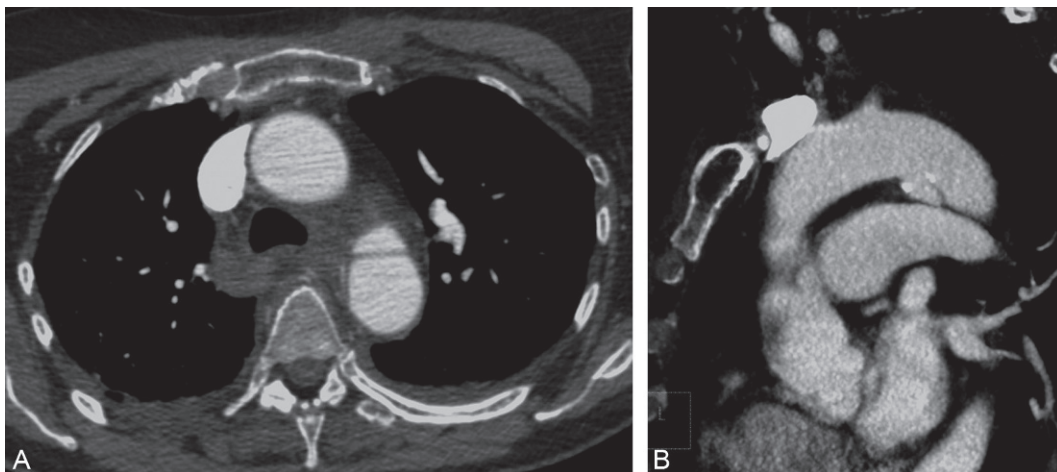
Angio-TDM de l'aorte thoracique après accident de la voie publique : rupture sous-adventicielle de l'isthme aortique. A : Plan axial. B : MPR sagittale oblique.
